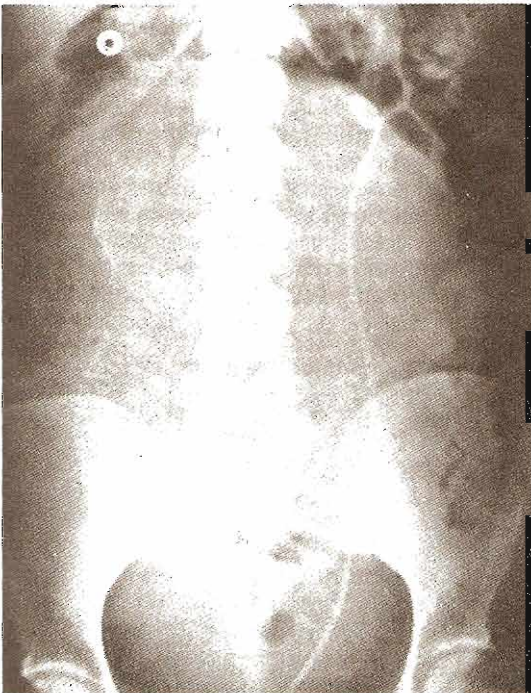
Radiografía exploratoria que muestra cálculos en el riñón izquierdo con un catéter ureteral en doble J en el lugar. Se pueden apreciar las estructuras esqueléticas fetales en esta paciente embarazada.
